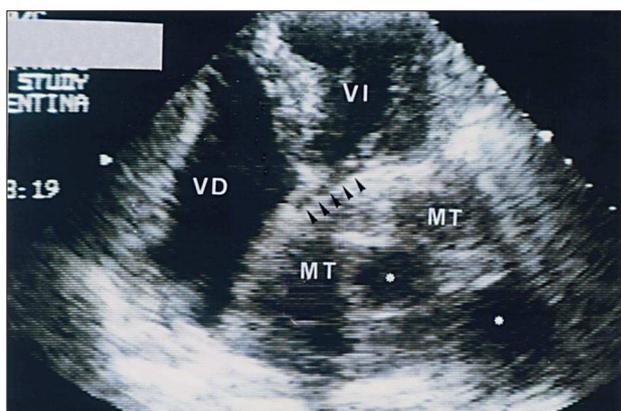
Ecocardiograma transtorácico apical de 4 cámaras, en el que se aprecian claramente el ventrículo izquierdo (VI) y el ventrículo derecho (VD). En el lugar de la aurícula izquierda se aprecia una masa trombótica (MT) mal definida con imágenes hipogénicas (*) en su interior. La aurícula izquierda queda comprimida (cabeza de flechas) por la masa trombótica.
